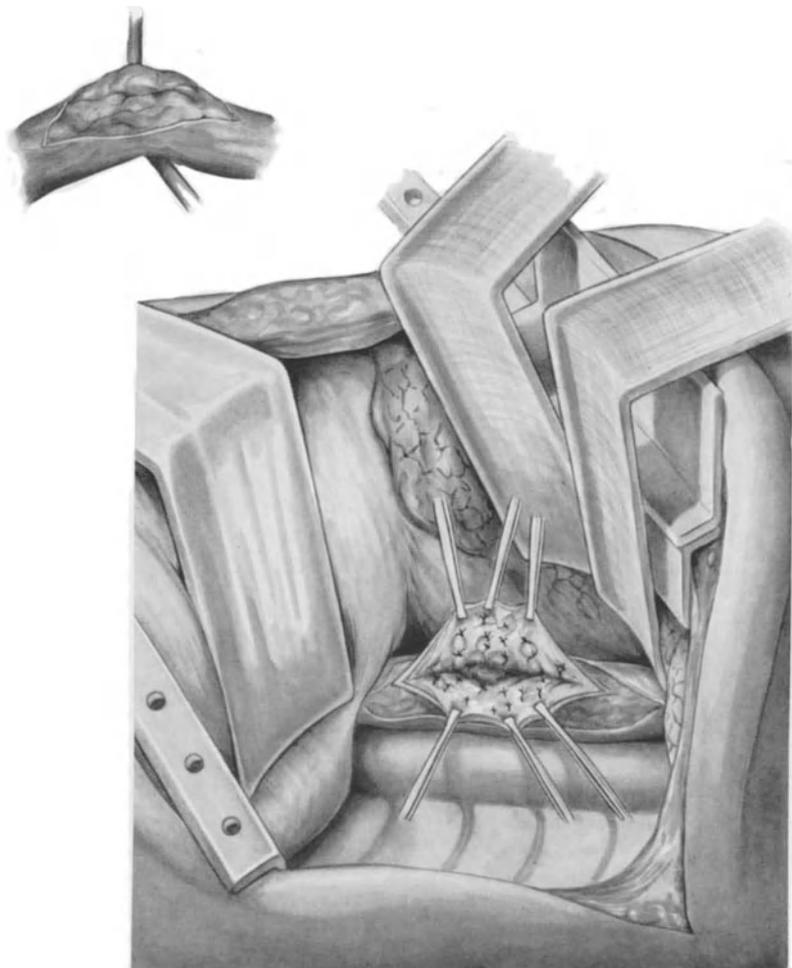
Transoesophageale Ligatur der Varicen (BOEREMA, CRILE). Linksseitige Thorakotomie im 7. Inter-costalraum. Nach Incision des Oesophagus, die, falls erforderlich, schrittweise erweitert wird, werden die Venenbahnen mit querfassenden, die Mucosa und Submucosa einbeziehenden Nähten umstochen (chromiertes Catgut)
